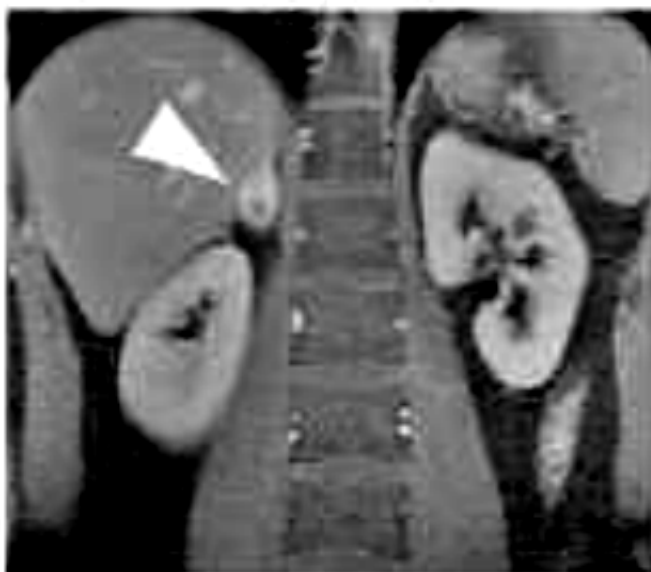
phéochromocytome gauche à la TDM
